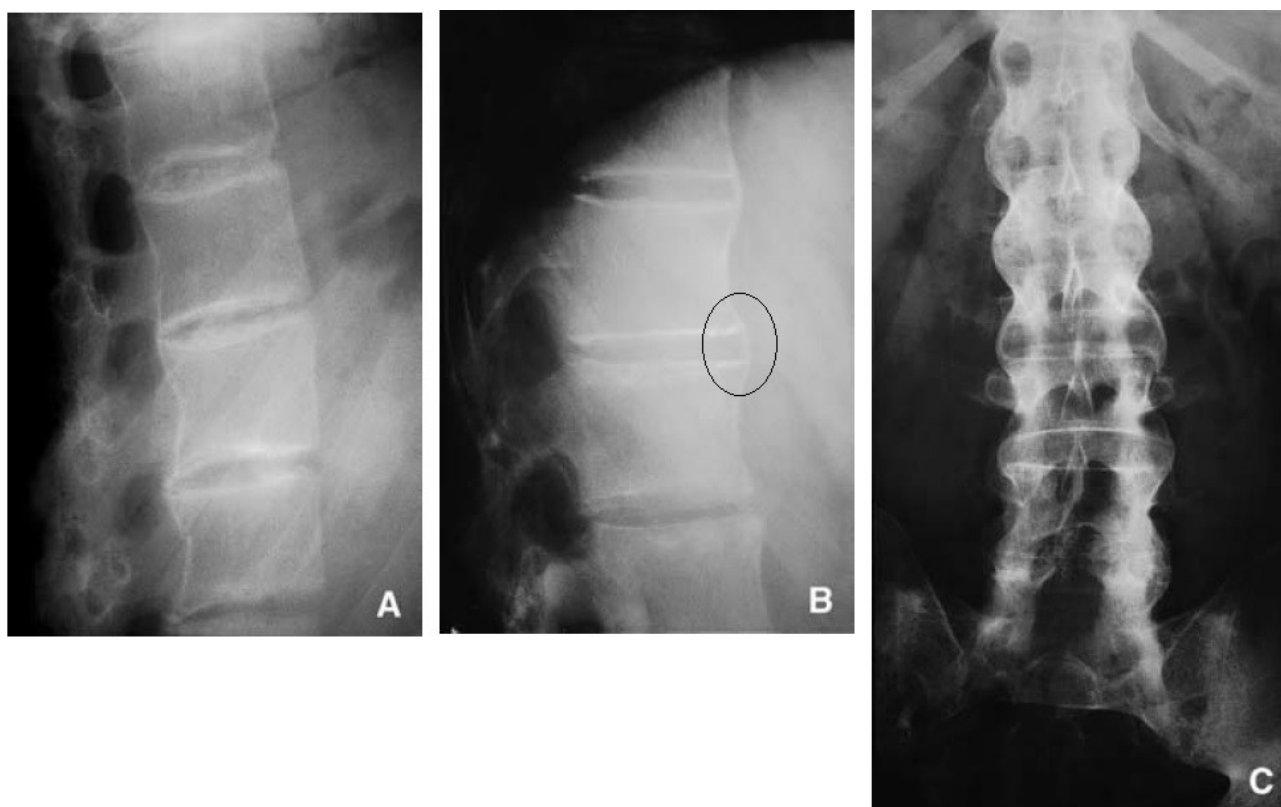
Radiographies du rachis lombaire
